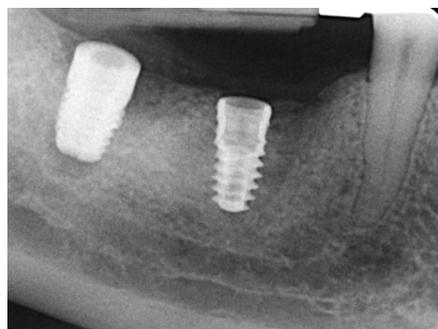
Radiografia endorale al momento dell'inserimento degli impianti.
